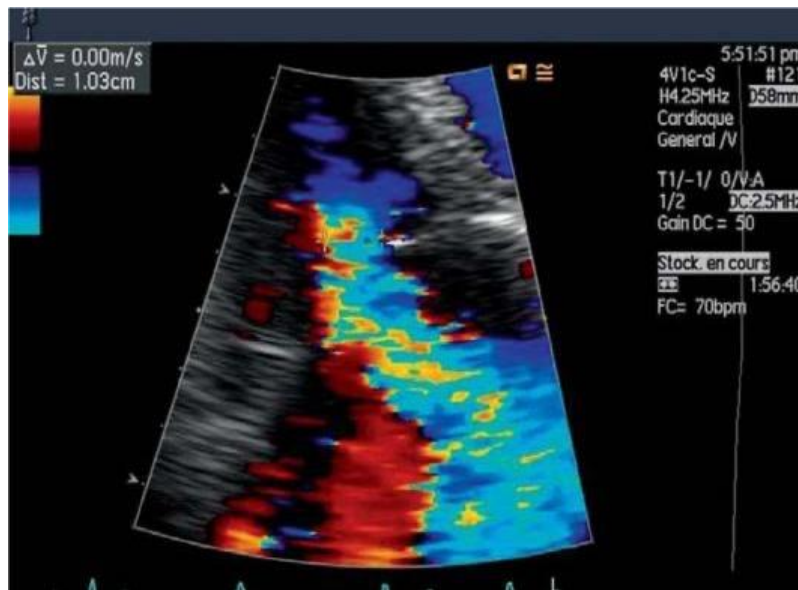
image échographique mesurant la vena contracta ou diamètre du jet à l'origine
